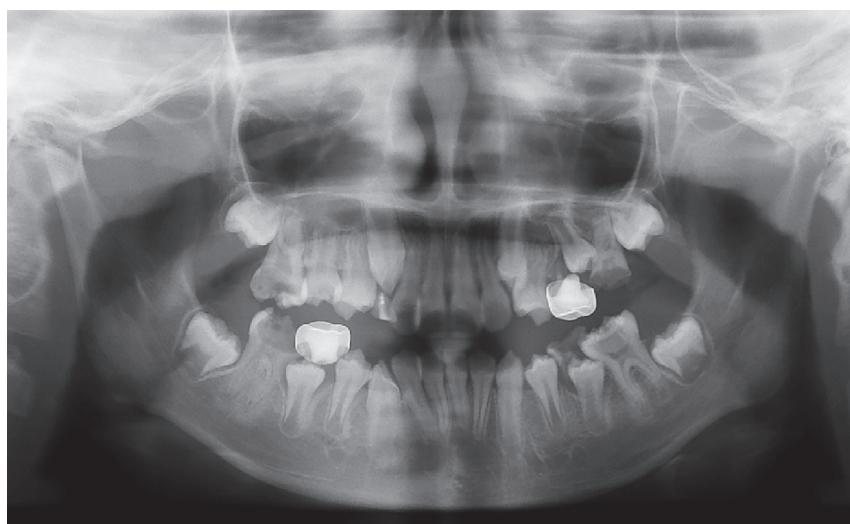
심각한 MIH 방사선사진: 제1대구치들의 전반적인 치질손상이 관찰된다.
